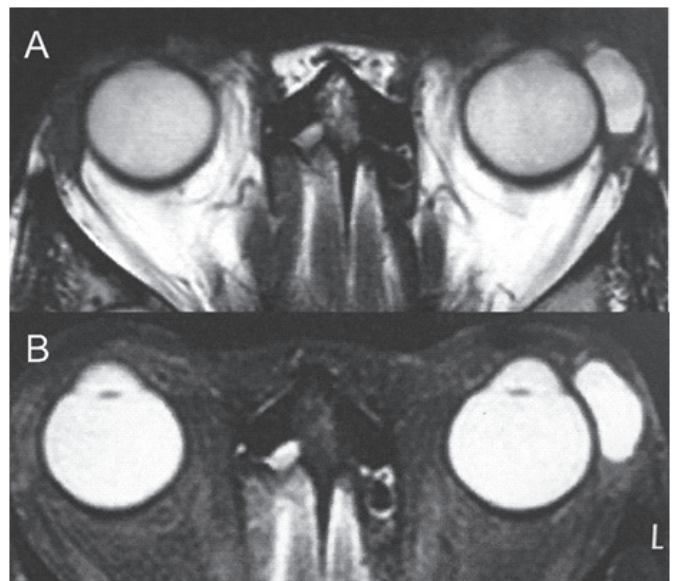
A e B. Ressonância nuclear magnética em T1 e T2, demonstrando lesão cística e bem delimitada em glândula lacrimal esquerda.
